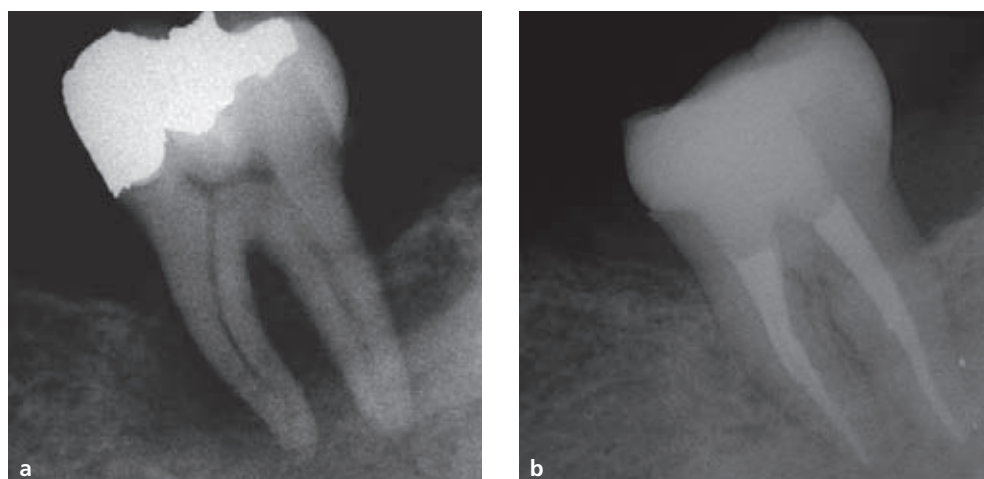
(a) La radiografia preoperatoria di un 3.6 necrotico mostrava un'ampia lesione di chiara origine endodontica, confermata dall'assenza di sondaggio parodontale. Al fine di migliorare le condizioni di detersione e disinfezione, la scelta di strumentazione è stata: canali mesiali (terzo coronale .10, terzo medio .08, terzo apicale .04 con diametro apicale .40) e canale distale (.10, terzo medio .06, terzo apicale .04 con diametro apicale .40). (b) Radiografia di controllo a 1 anno che mostra una buona guarigione della lesione periradicolare. Confrontando le due radiografie si può comunque apprezzare l'importante alterazione delle anatomie canalari in conseguenza delle scelte strumentali.
